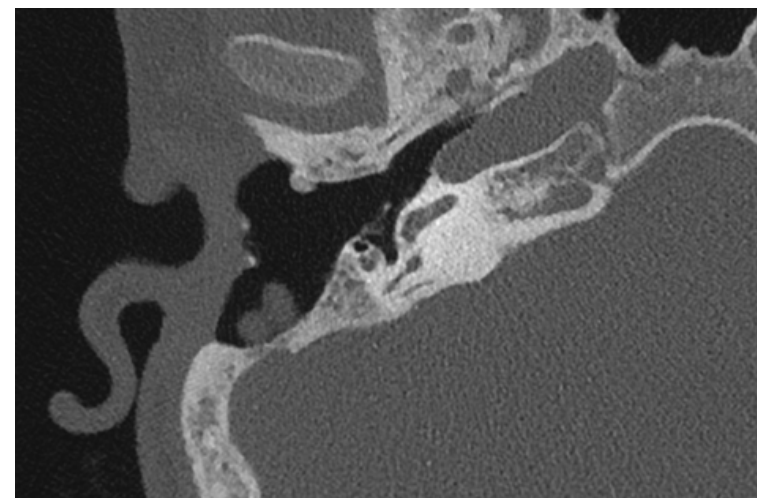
CT Felsenbein, axial. epitympitale Weichgewebsvermehrung rechts.
